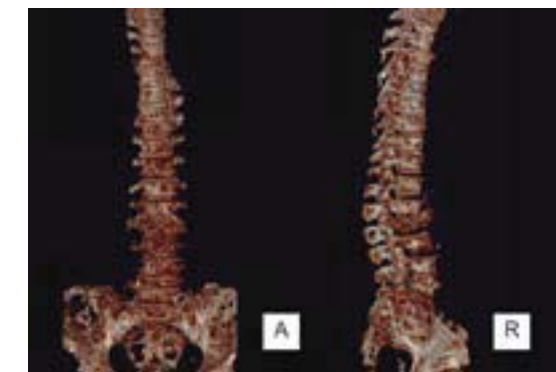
Reconstrucción tridimensional de tomografía de columna vertebral y sacro en el que se identifica fractura por compresión del cuerpo vertebral de L3, pequeña fractura por compresión del cuerpo de T12, lesiones líticas en cuerpo y alas del sacro, crestas ilíacas y múltiples cuerpos vertebrales dorsales y lumbares
